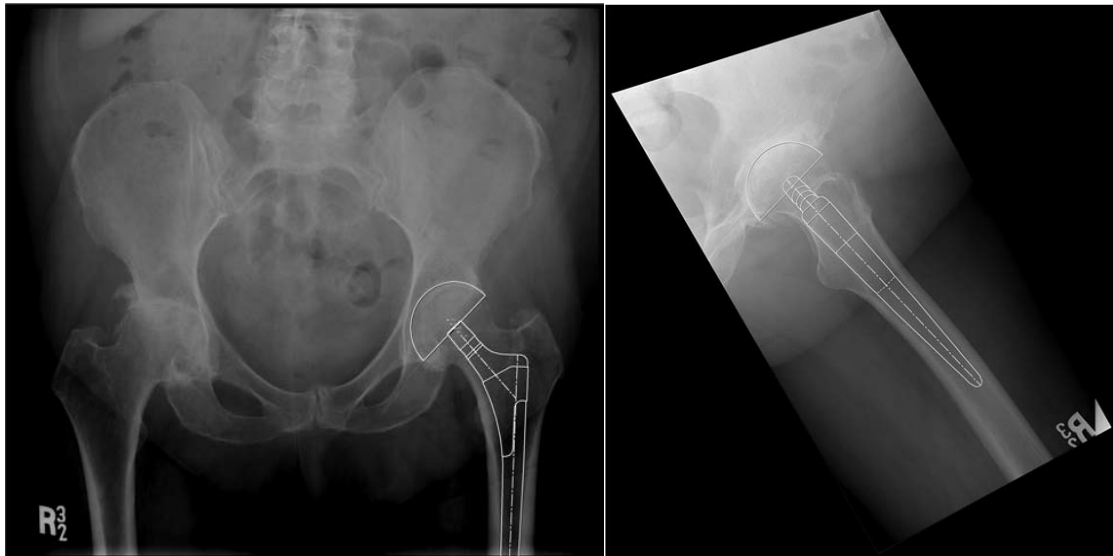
et 38) : Modèles de planification numérique sur des radiographies du bassin de face et du faux profil de la hanche. [67]
